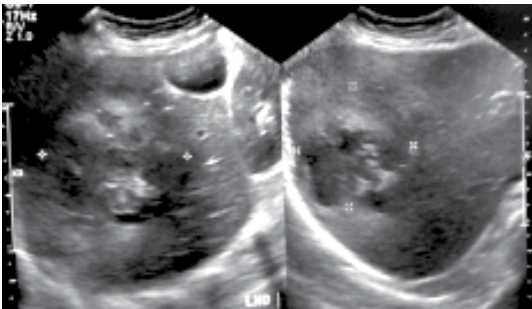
USG abdominal. Lesión hepática redondeada de bordes mal definidos, con ecotextura heterogénea, mayormente hipoeoica, hacia segmentos VII-VIII. Medidas aproximadas 95 x 83 x 70 mm.
